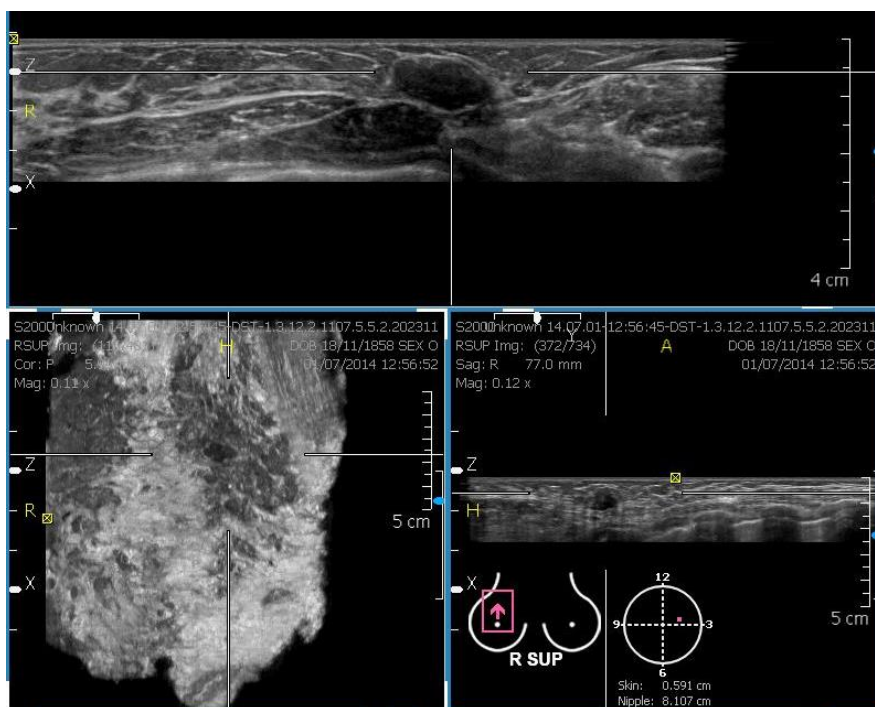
Сонотомограмма в режиме многоплоскостного изображения через фиброаденому правой молочной железы. В левой части рисунка (фронтальный срез) гипозоногенное образование с неровными контурами и тонкой гиперэхогенной капсулой, симптом «ретракции» окружающих тканей не определяется.
